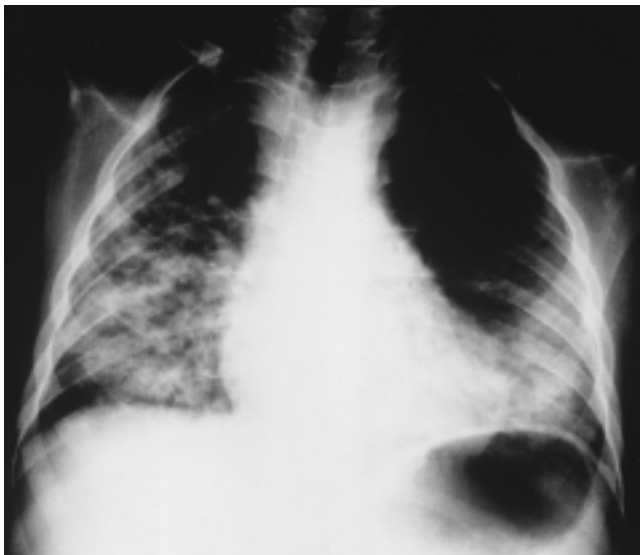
Röntgen-Thorax eines Patienten mit Bronchiolitis obliterans organising pneumonia (BOOP): fleckförmige alveoläre und interstitielle Infiltrate.
